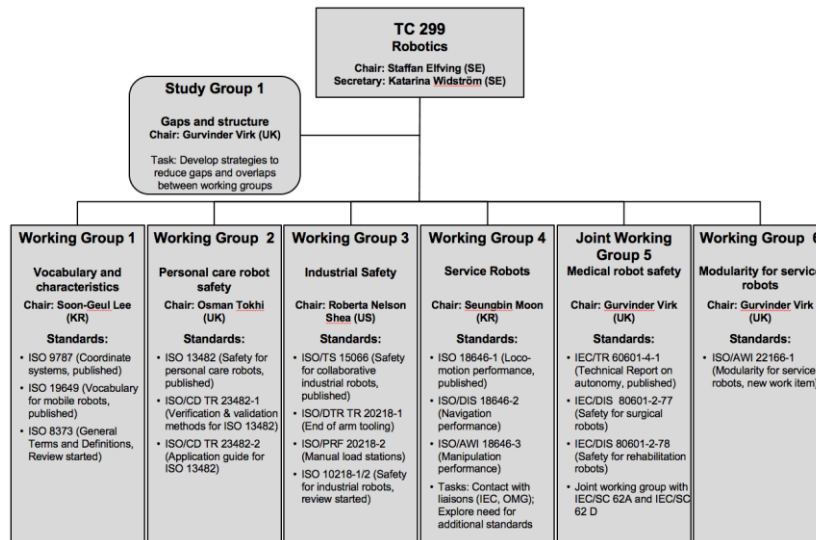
Estructura ISO/TC 299.
